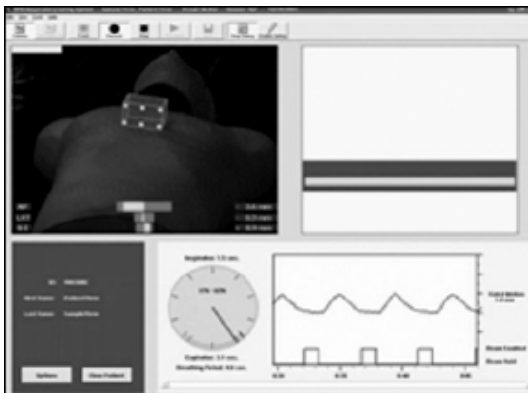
4D CT acquisition for a patient using real-time position monitoring system
